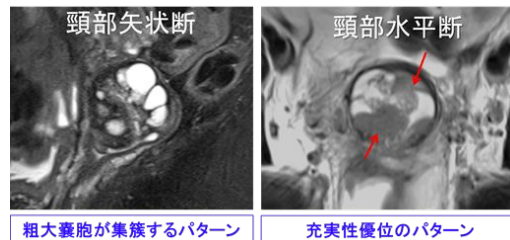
左は NC、右は MDA の MRI 所見を示す
